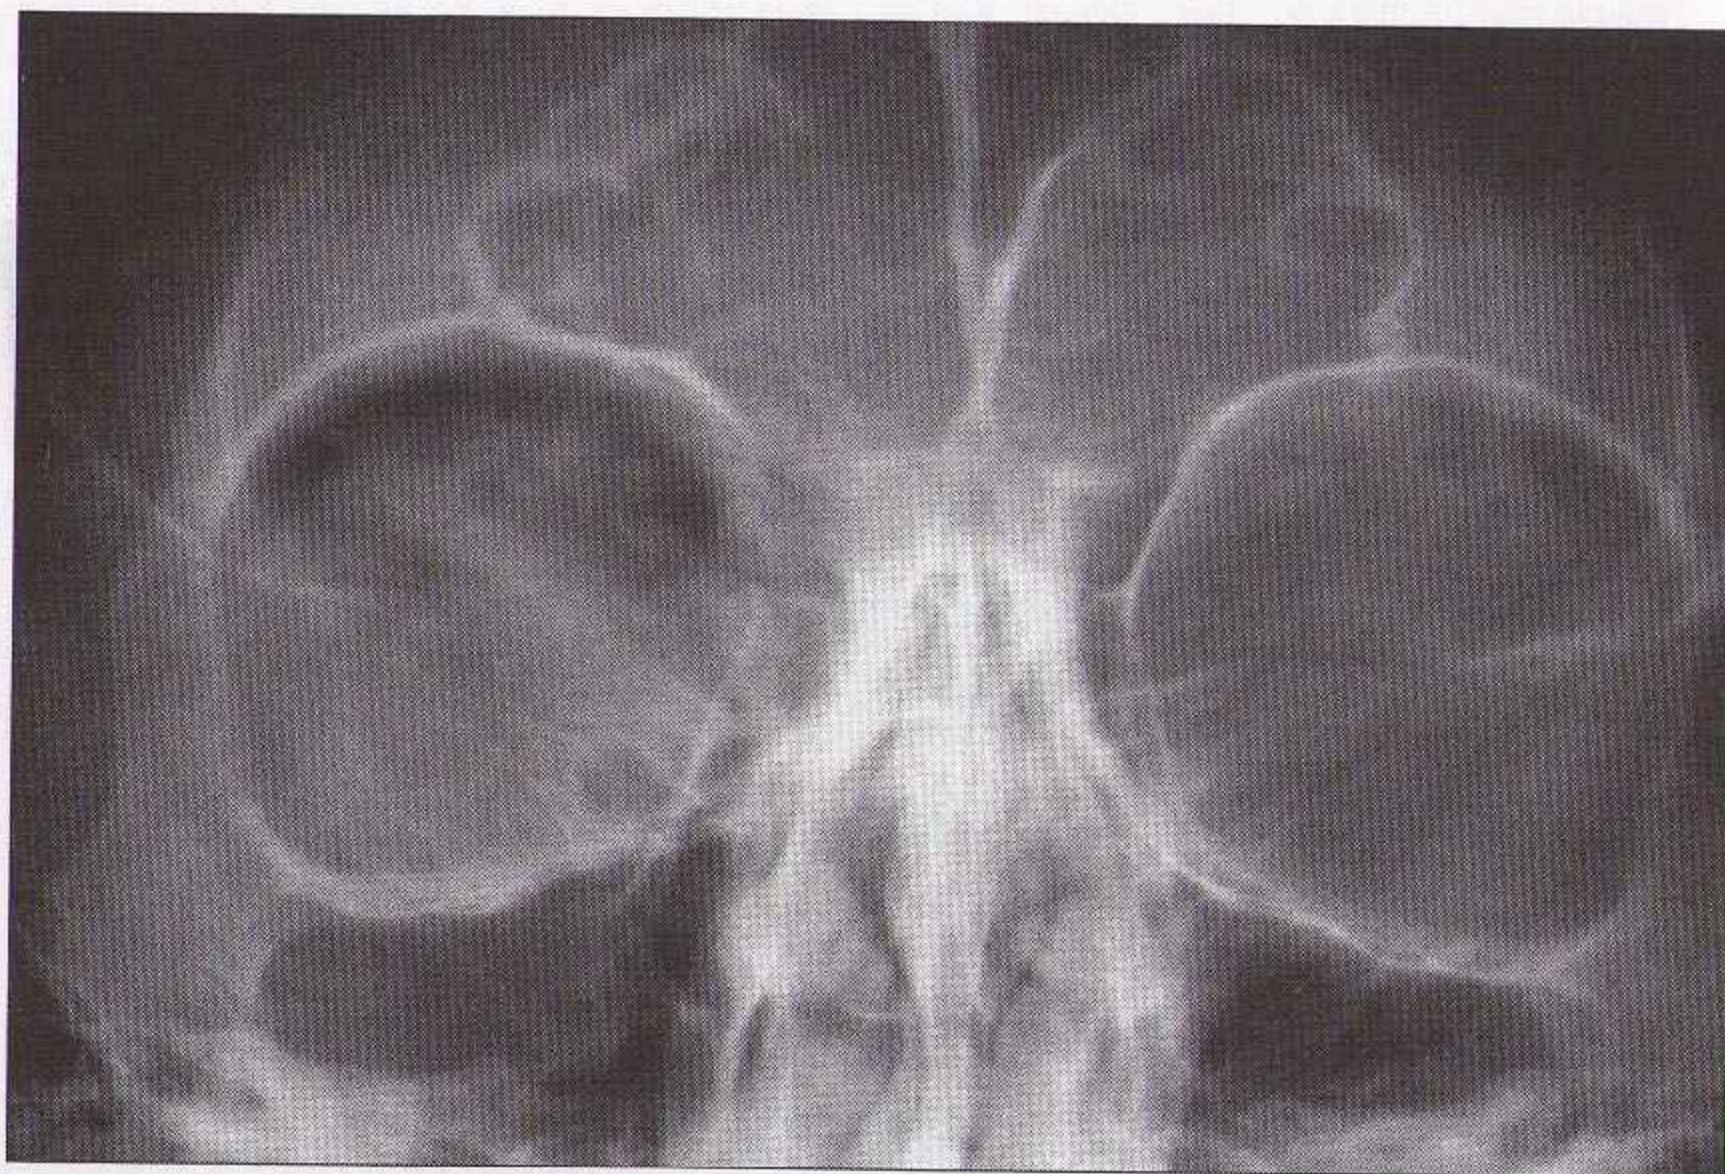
Fracture blow-out : radiographie sans particularité, à l'exception du signe du sourcil noir. Cet aspect est lié à l'air orbitaire provenant du sinus fracturé.
